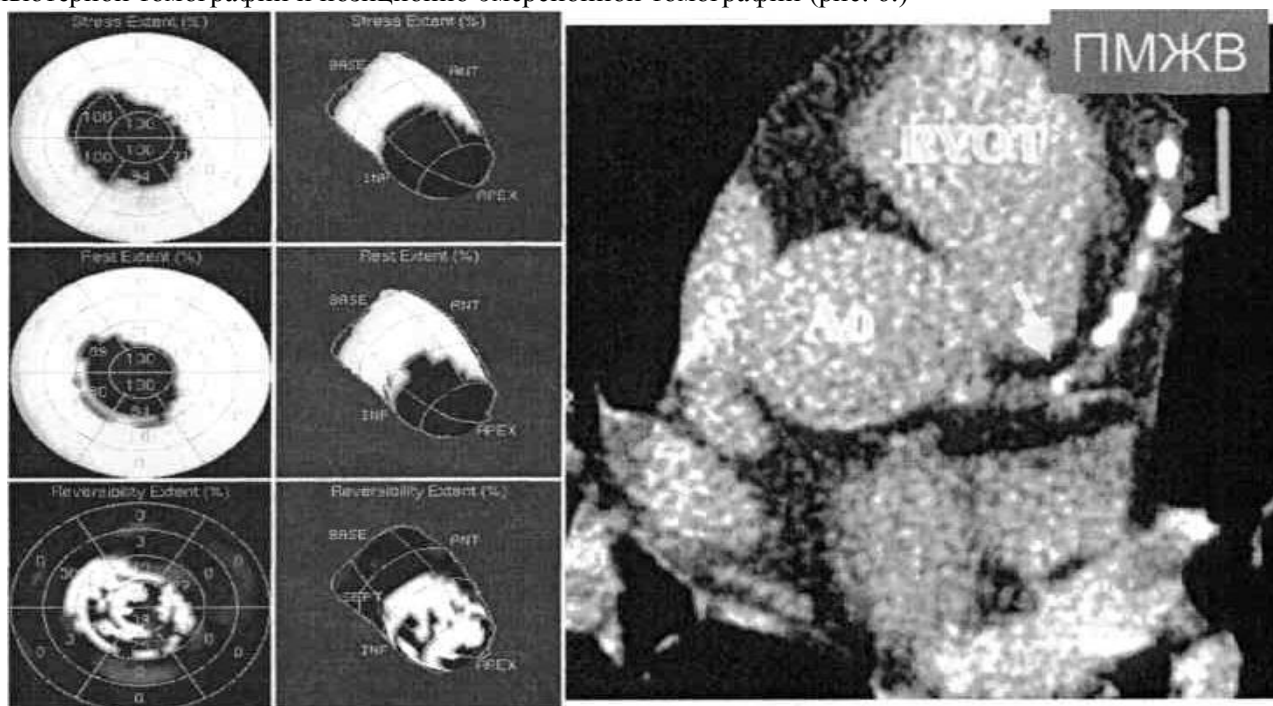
Компьютерная томография. Справа – ОФЭКТ ^{99m}Tc – тетрофосмин, слева – электронно- лучевая компьютерная томография
